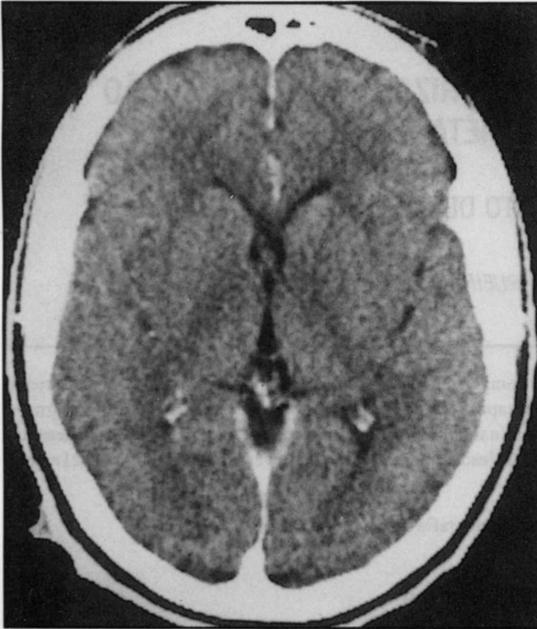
Paciente, à internação. TC axial com contraste, no nível dos núcleos da base, sem alterações.
